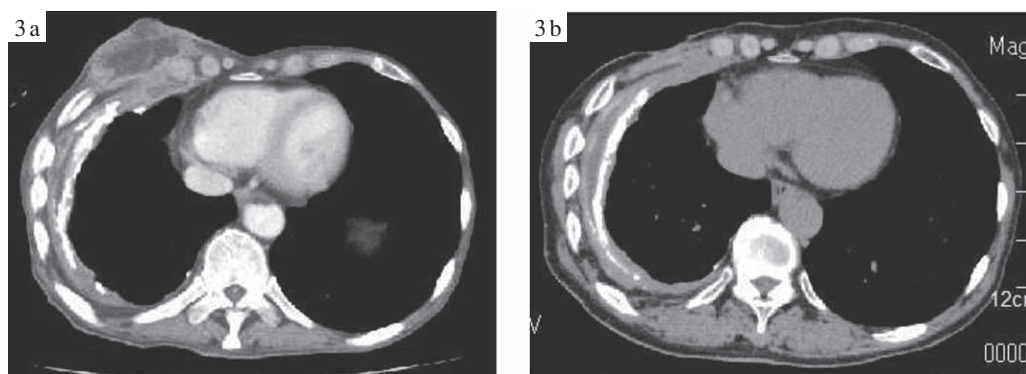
(3a) Chest CT showed increase in pleural effusion, and a middle collection of fluid in the musculature of the right chest, which was consistent with empyema necessitatis, in which pus can escape toward chest wall. (3b) Chest CT after anti TB therapy, after 8 months.
